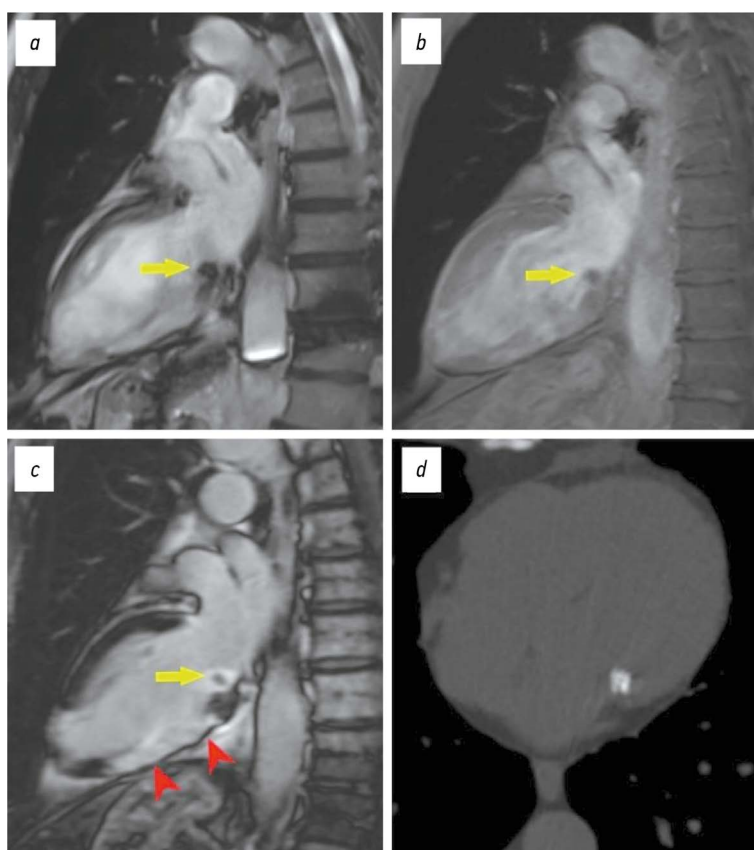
Клинический случай 3: *a–c* — магнитно-резонансная томография сердца; *d* — компьютерная томография сердца с ЭКГ-синхронизацией; салатовые стрелки — образование в области задней створки митрального клапана у пациента с трансмуральным постинфарктным рубцом в области нижней стенки левого желудочка на уровне базальных и средних отделов (красные стрелки); *a–b* — SSFP (Steady-State Free Precession)-последовательности, двухкамерный вид по длинной оси левого желудочка, без контрастирования; *c* — T1-взвешенное изображение с подавлением сигнала от миокарда и отсроченным контрастным усилением, двухкамерный вид по длинной оси левого желудочка; *d* — аксиальная проекция, «костное окно».
